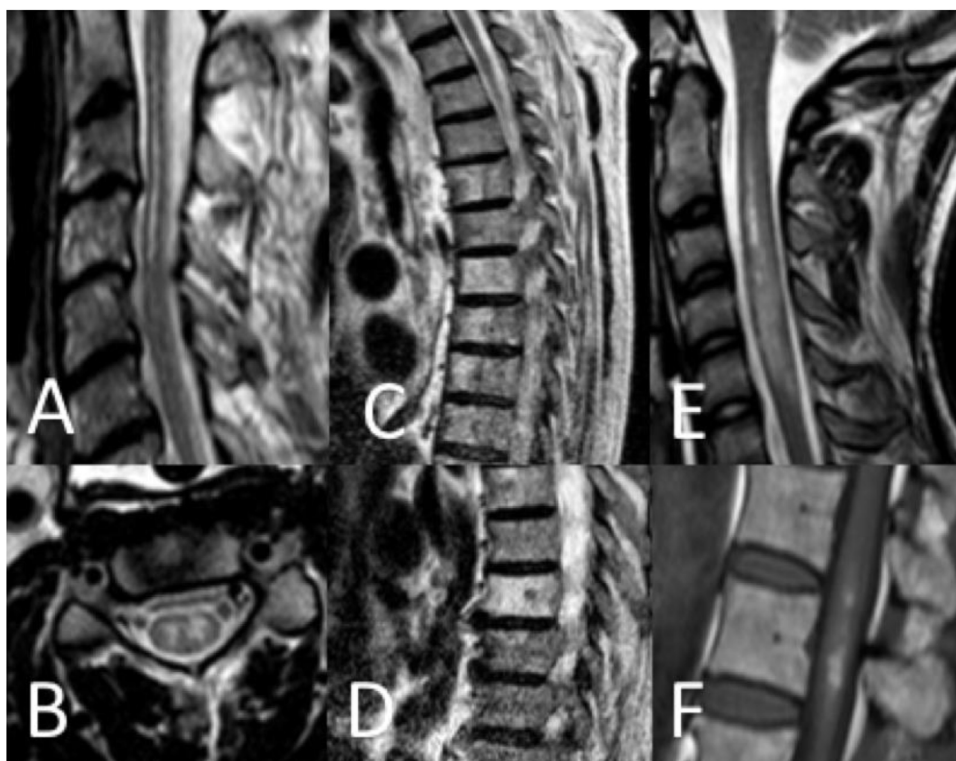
Hallazgos en RM medular. Patrón «lápiz» en secuencia potenciada T2 y corte sagital (A), patrón «ojos de lechuza» en secuencia potenciada en T2 y corte transversal (B), infartos vertebrales en secuencia potenciada en T2 y corte sagital (C y D), edema medular en secuencia potenciada en T2 y corte sagital (E) e infarto hemorragizado en secuencia potenciada en T1 y corte sagital (F).
